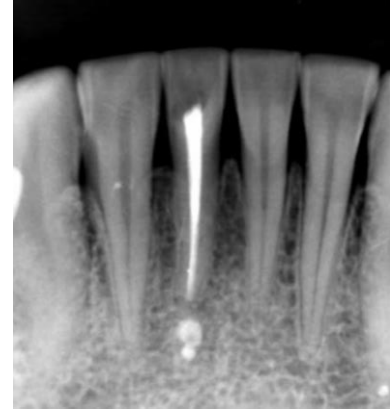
Olgu 2'nin endikasyon periapikal radyografisi.
